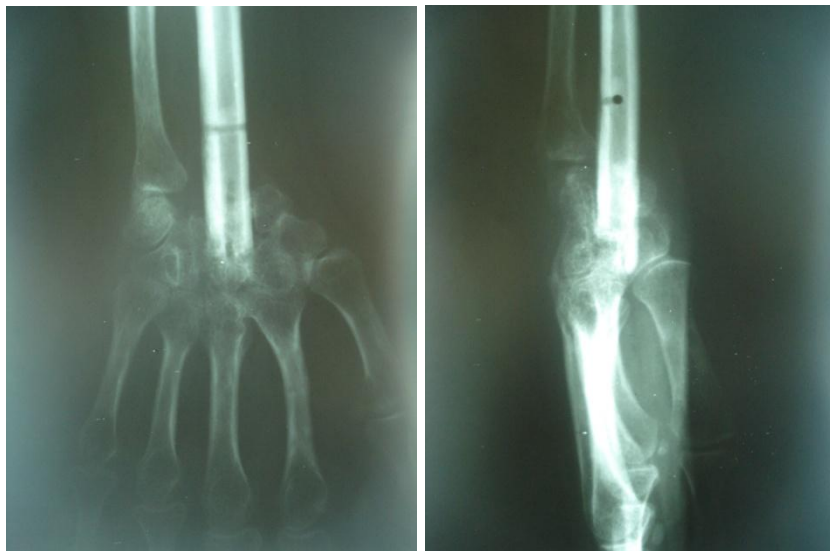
radiographie du poignet en face et profil montrant la consolidation du greffon arthrodésé (après 06 mois).
